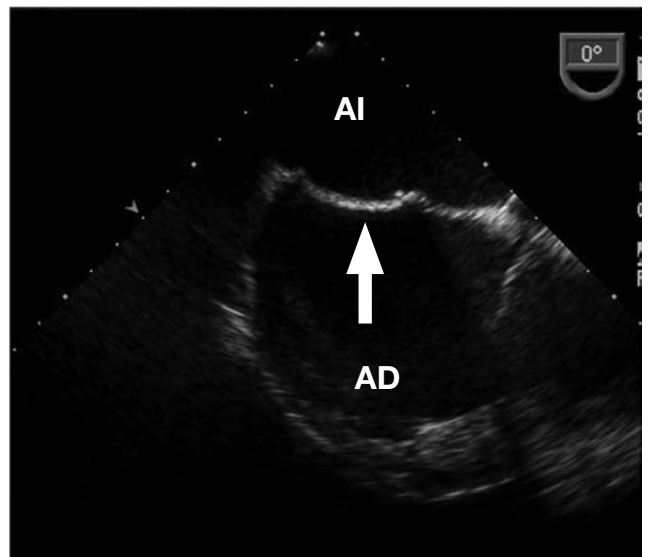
Ecocardiograma bidimensional transesofágico prequirúrgico. Se observa una membrana dentro de la aurícula izquierda (flecha).
